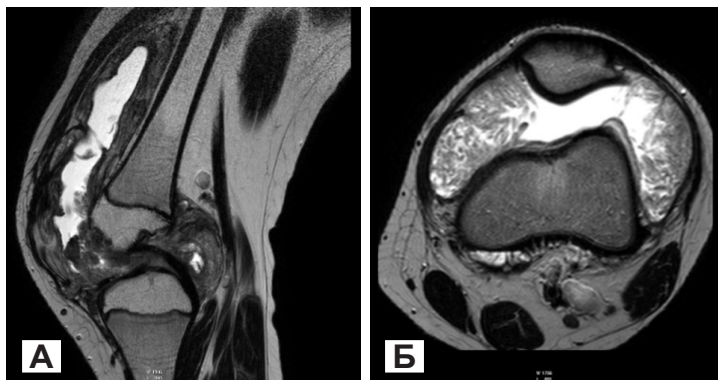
Пигментно-виллезный синовит: А) МРТ коленного сустава в сагиттальной проекции в режиме T2ВИ. Визуализируется наличие выпота в верхнем завороте, синовиальная оболочка гипертрофирована, с наблюдающимися множественными разрастаниями, жировыми включениями и отложениями гемосидерина. Б) МРТ коленного сустава в аксиальной проекции в режиме T2ВИ. На фоне выраженного скопления синовиальной жидкости в суставе выявляются множественные и грубые спайки
